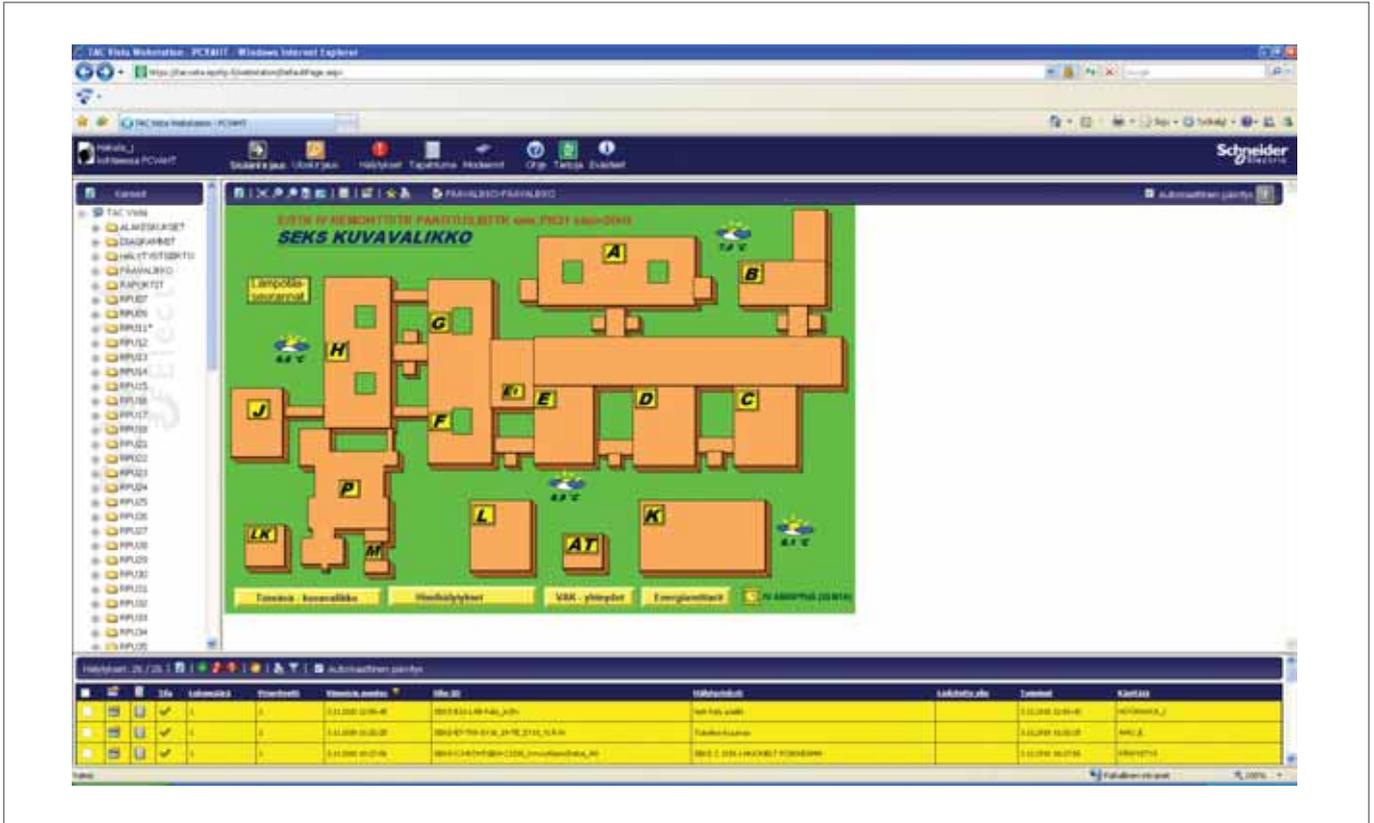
Une capture d'écran de tous les bâtiments de l'hôpital Seinäjoki dans le masque de maintenance TAC Vista 5.
